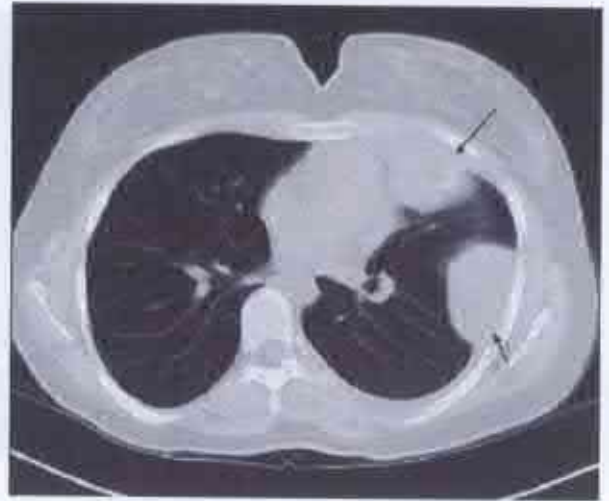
Tomografie computerizată a unei paciente de 15 ani (după McCahon E., 2006). Metastaze pulmonare pe stânga a osteosarcomului osteogen (indicate cu săgeată).
